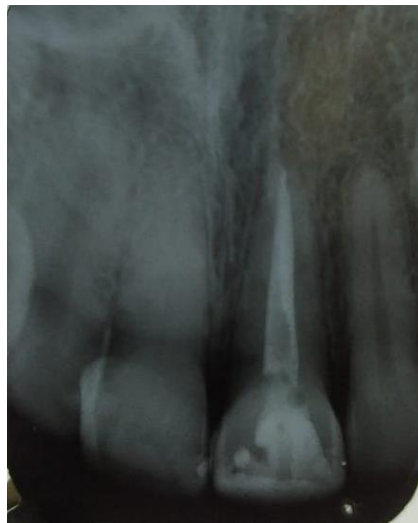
Radiografia periapical evidenciando existência de tratamento endodôntico no elemento 21.
